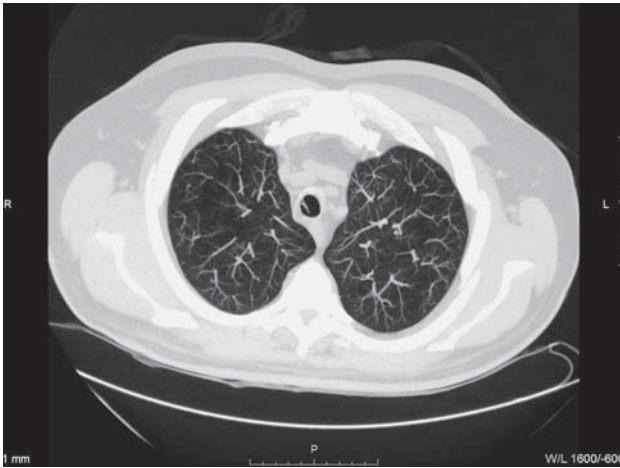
МСКТ-изображение папилломатоза трахеи, аксиальный срез, обработка в MIP-режиме – визуализация папилломы по правобоковой стенке трахеи.
